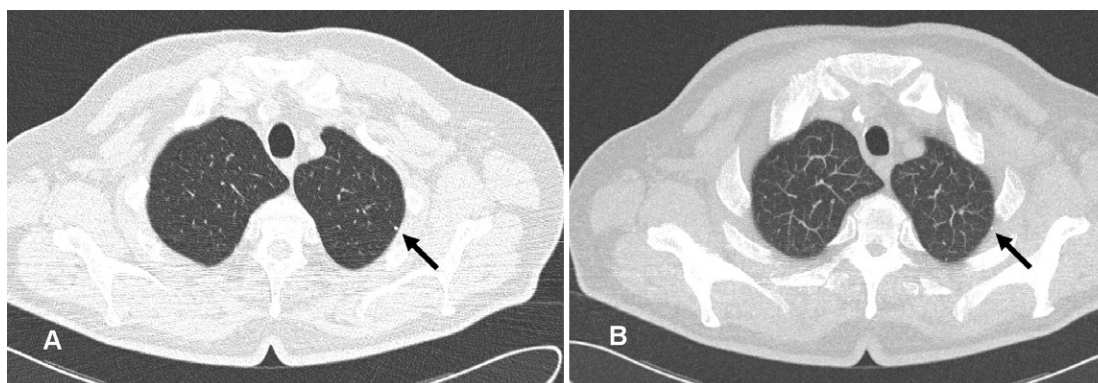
Nódulo pulmonar localizado en el lóbulo superior izquierdo (flecha) no descrito en el informe radiológico inicial y detectado tras proyección de máxima intensidad (MIP). (A) Tomografía computarizada corte fino axial de 1,25 mm; (B) MIP.
